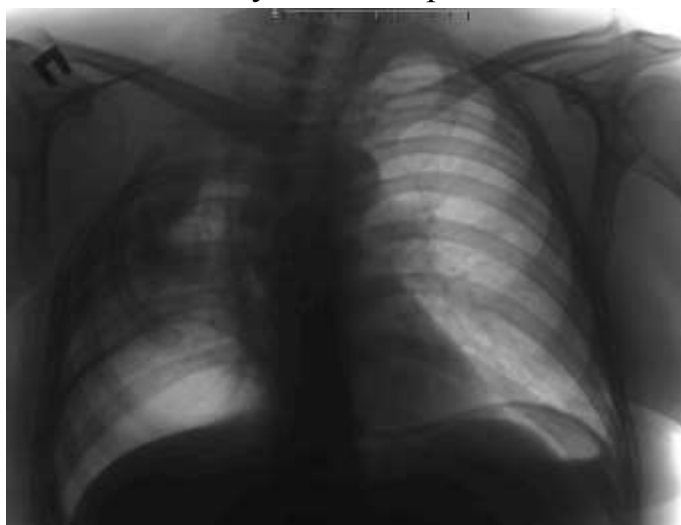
Оглядова рентгенограма того самого хворого через 3 місяці після екстраплевральної торакопластики
